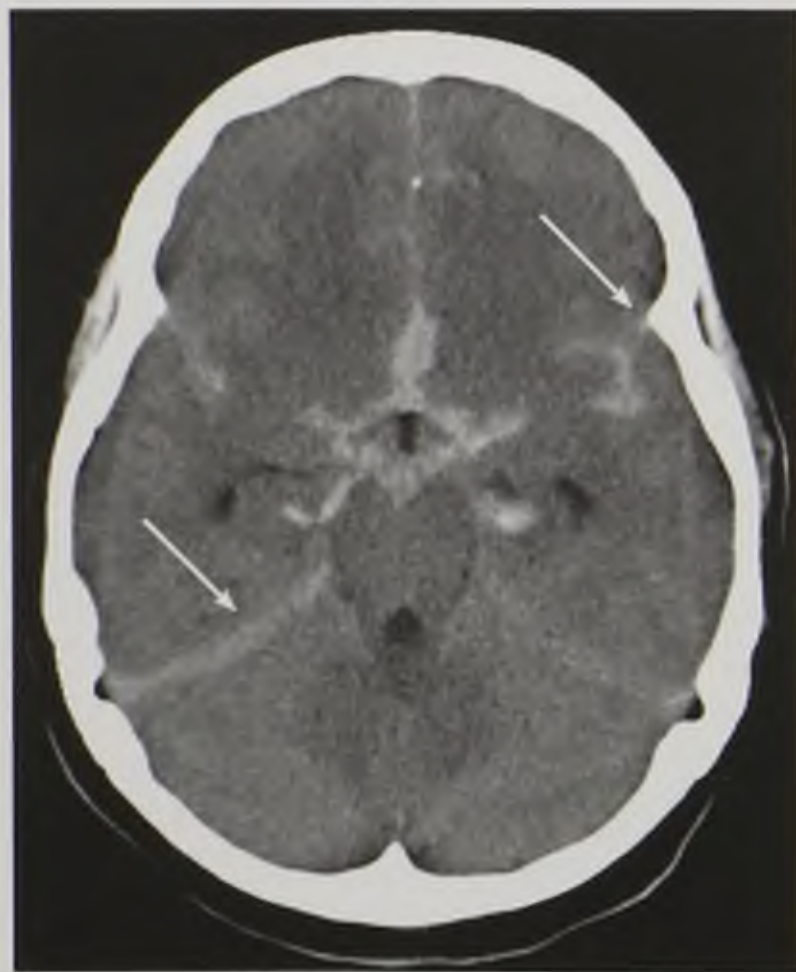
Компьютерная томограмма в аксиальной плоскости. Острое субарахноидальное кровоизлияние вдоль намета мозжечка, межполушарной и силвиевых щелей (стрелки)
